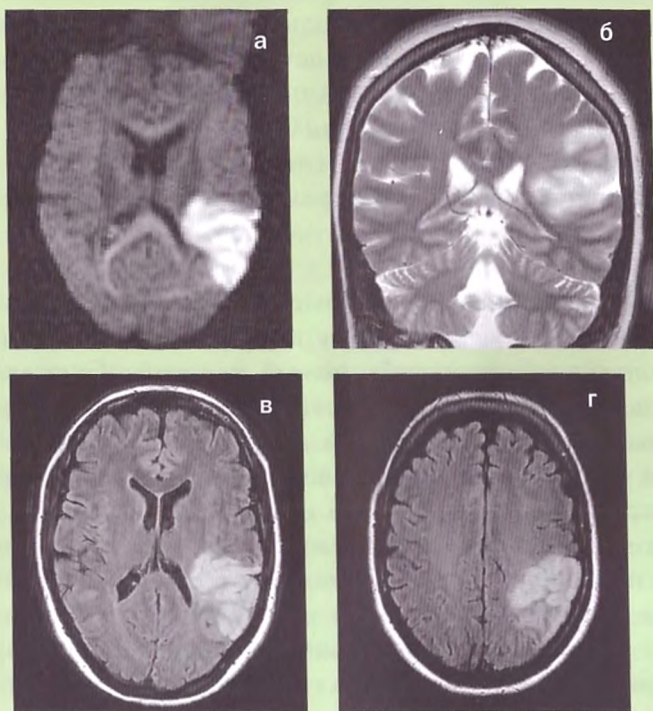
Инфаркт в зоне Вернике (МРТ):
